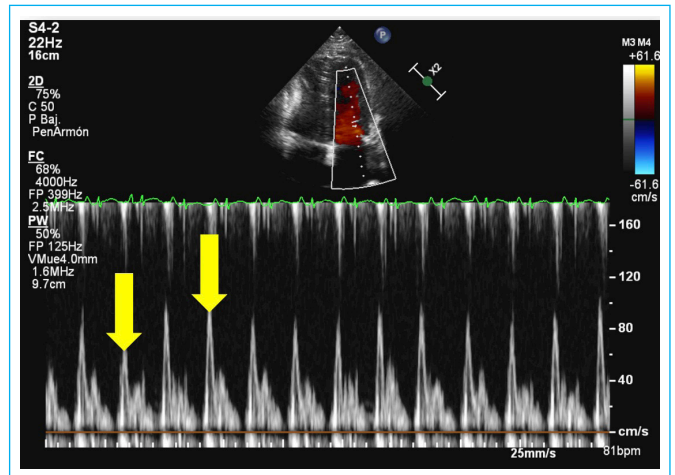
Doppler pulsado mitral. Las flechas amarillas señalan la variación marcada del flujo mitral durante la respiración. El patrón de llenado mitral es de características restrictivas (ver texto).
